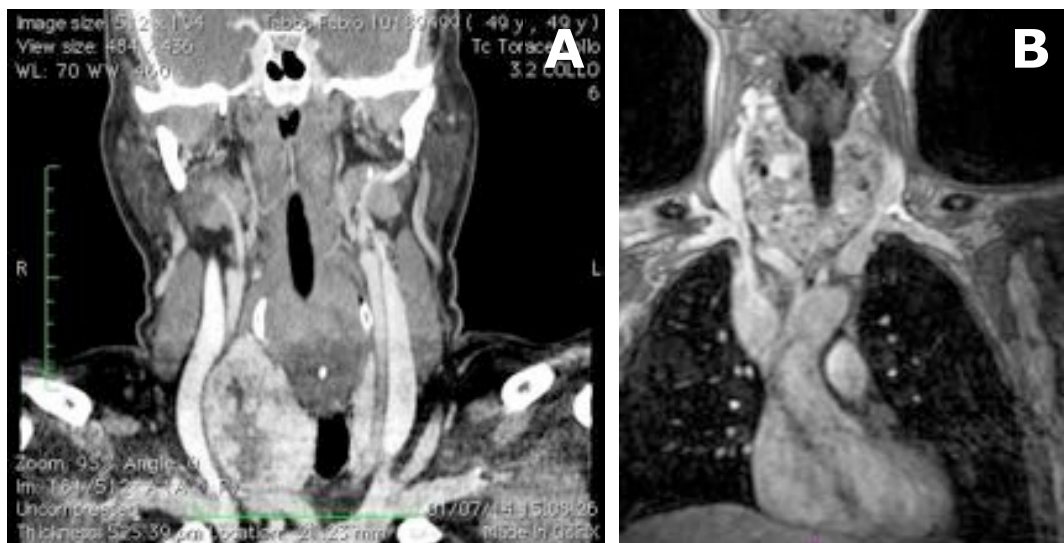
effetti su circolo cervico-mediastinico di gozzo voluminoso: dislocazione e lateralizzazione della carotide comune e giugulare interna di destra (A) (TC con m.d.c. in proiezione coronale); compressione del circolo cavale e delle vene anonime (B) (angio-RM collo e mediastino)
